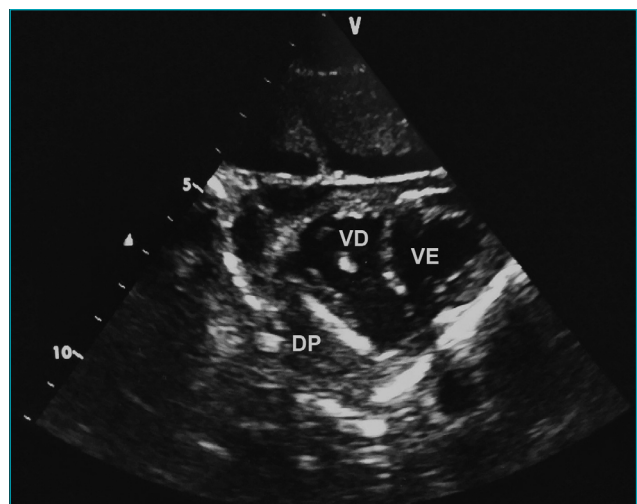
Ultrassonografia cardíaca a partir de eixo curto paraesternal. Derrame pericárdico com ecogenicidade heterogênea e septações. VE: ventrículo esquerdo; VD: ventrículo direito; DP: derrame pericárdico.
